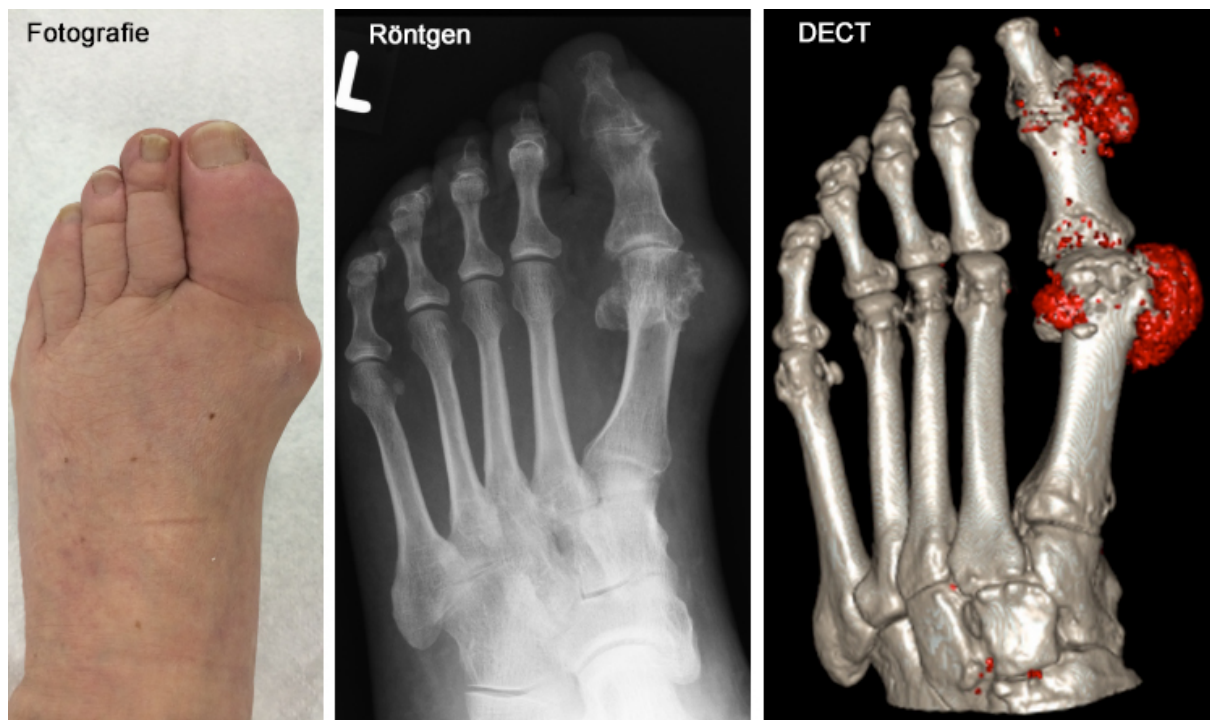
DECT mit Zweimaterialdifferenzierung bei einem Patienten mit schwerer Gicht. Die Fotografie des linken Fußes zeigt eine deutliche Schwellung am Großzehengrundgelenk und am ersten Interphalangealgelenk. Hier finden sich Tophi und Erosionen im Röntgenbild. Erst die DECT mit dreidimensionaler Rekonstruktion erlaubt jedoch die Abschätzung der Tophuslast, z.B. als Volumen in ml. Hier wird der Tophus rot dargestellt. [Originalabbildung durch den Autor]
